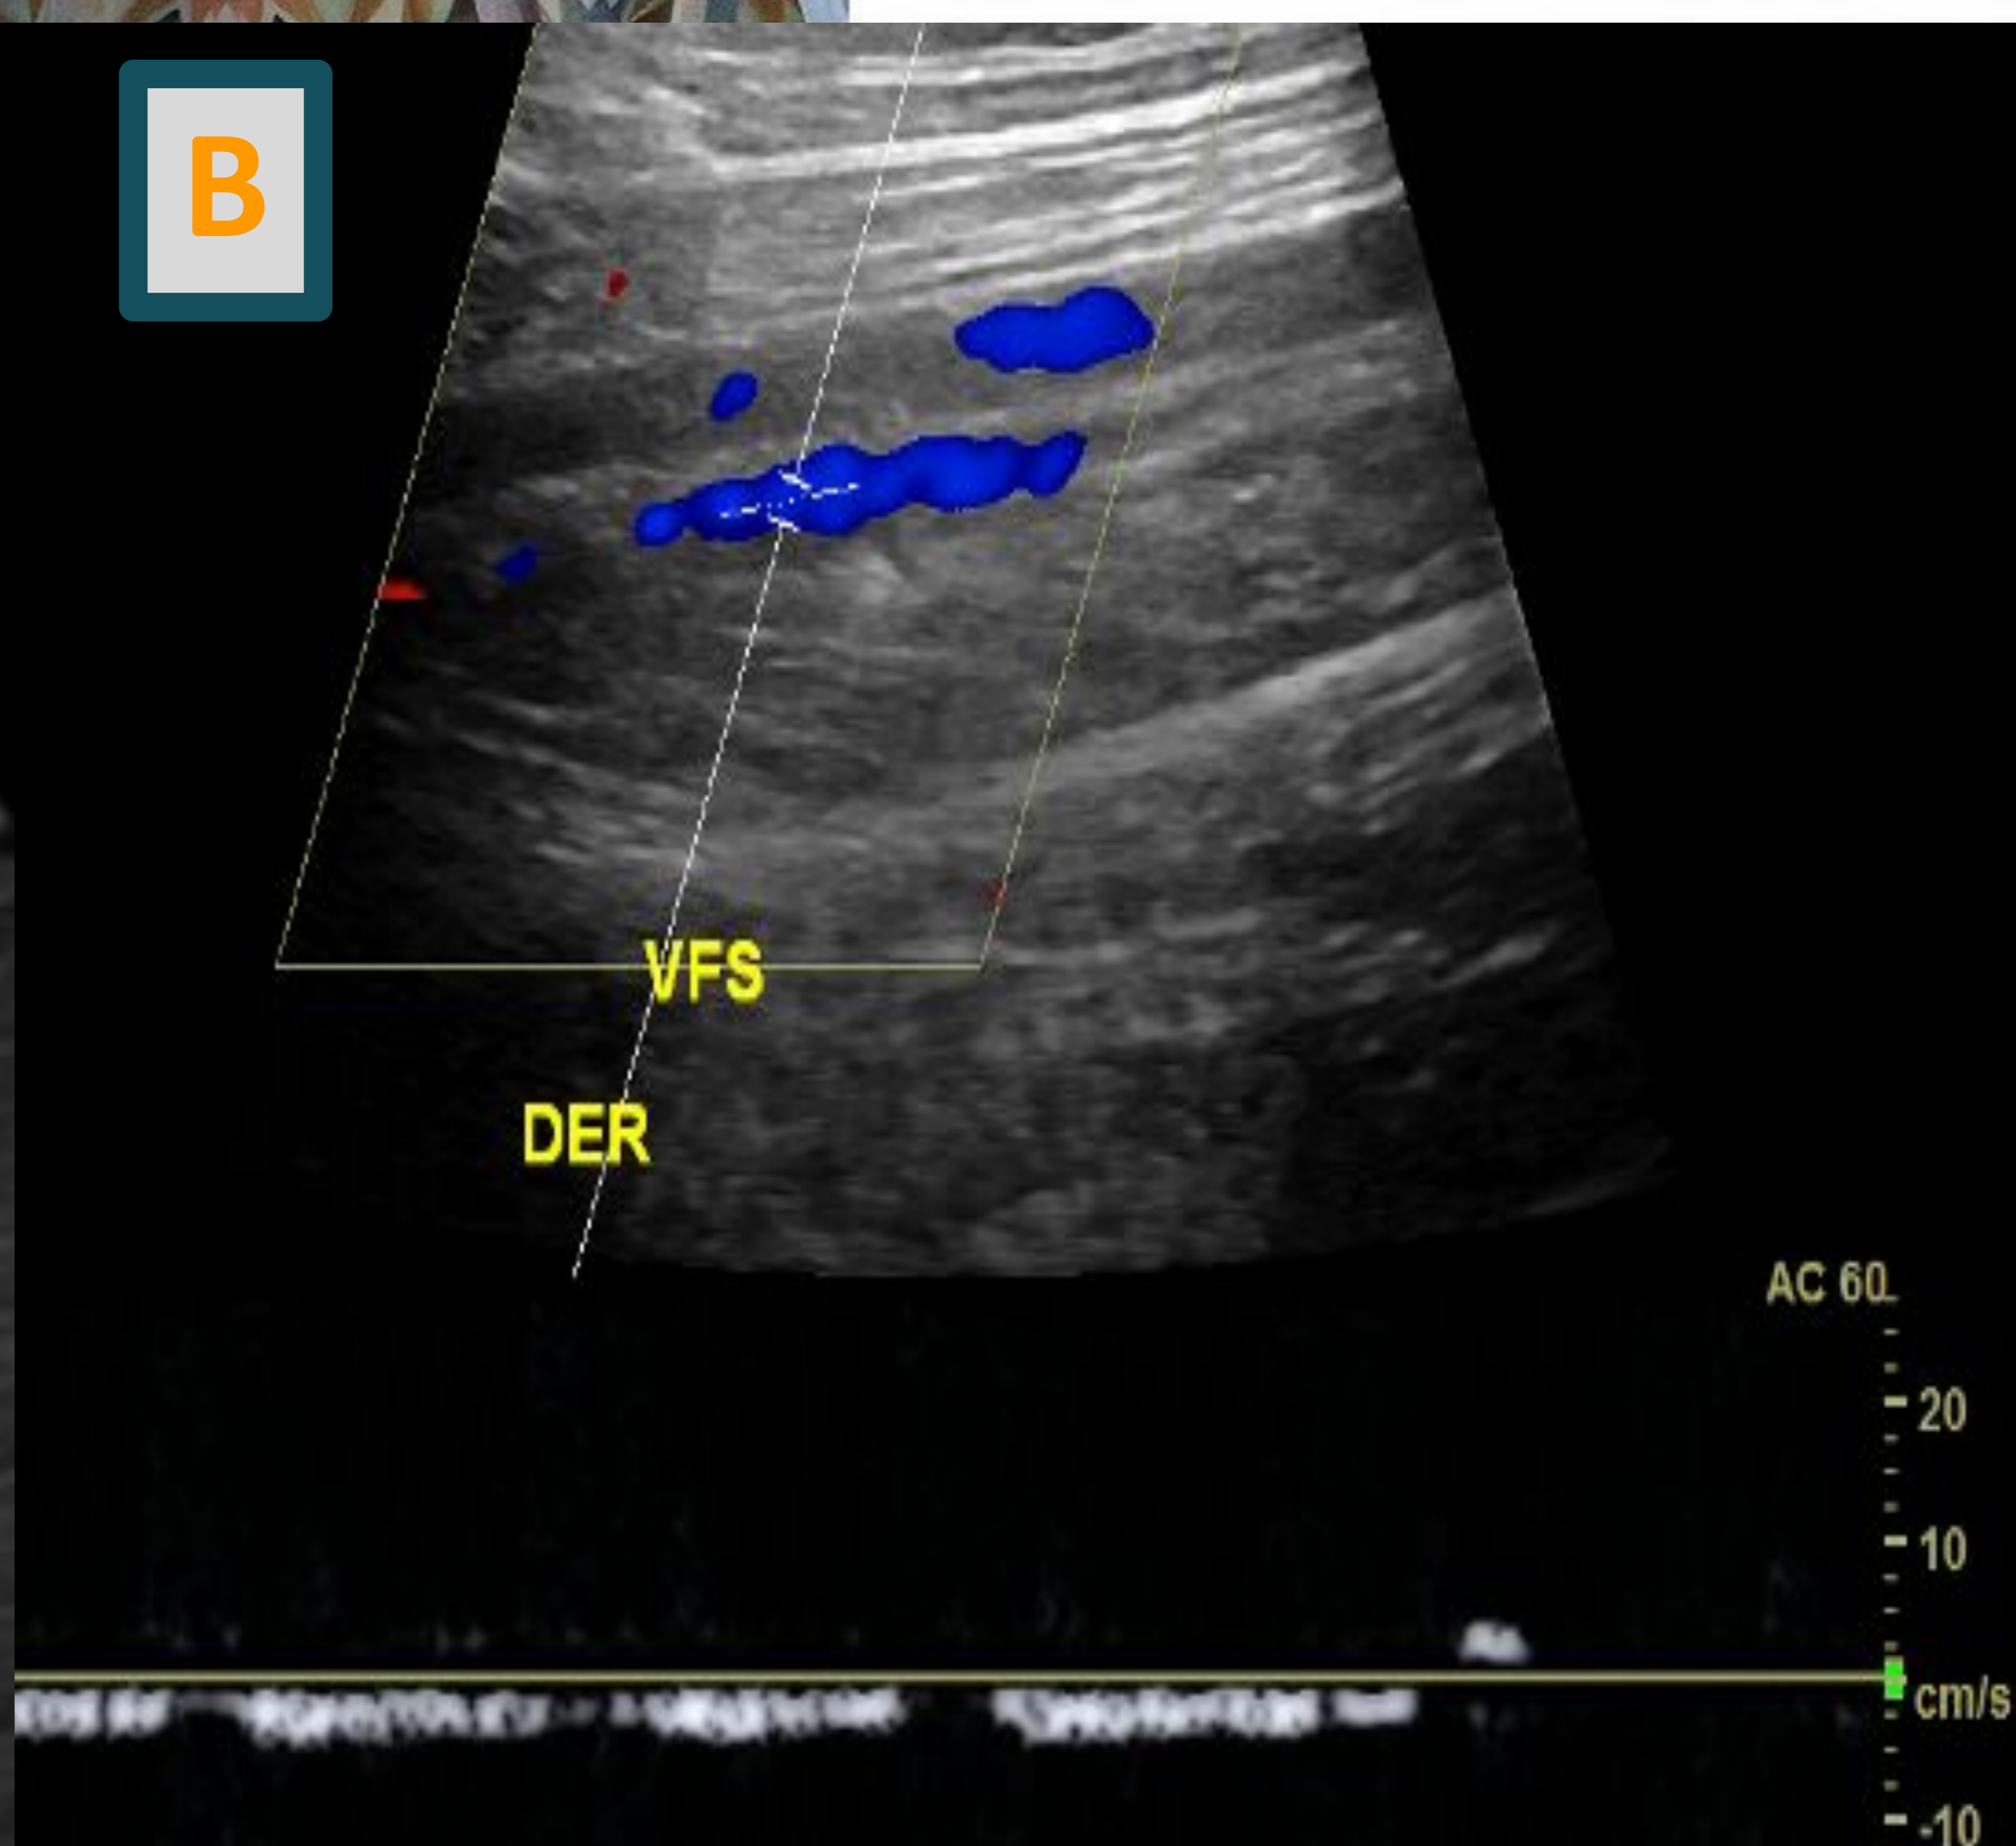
A y B: Ecografía que muestra engrosamiento mural en tercio proximal de vena cava inferior (A) donde se evidenció reducción en la amplitud y velocidad circulatoria bilateral en Doppler venoso. Ej: Vena femoral superficial derecha (B).
